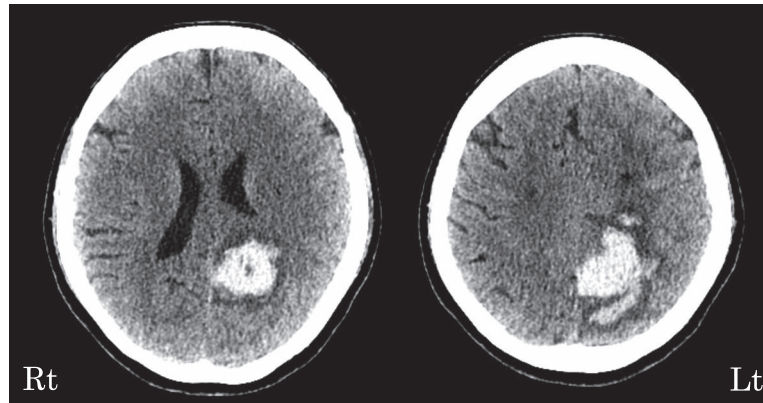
Brain CT axial findings on admission (April 2017).
